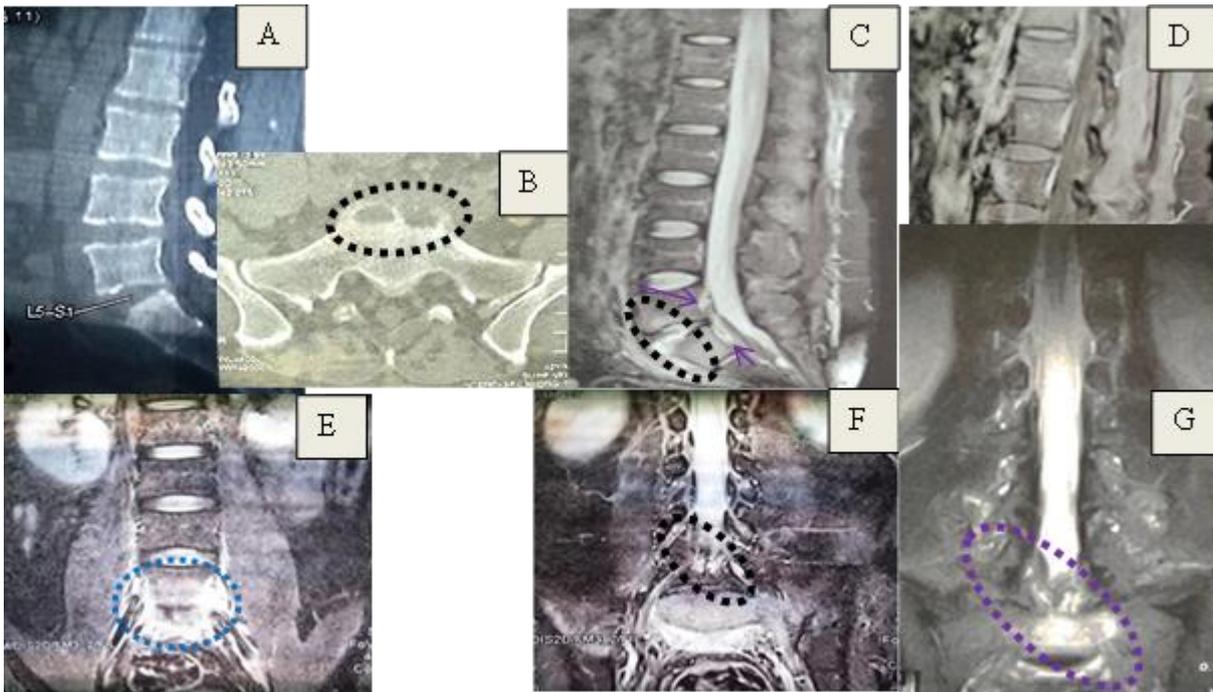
Images TDM (A,B) et IRM (de C à G) du sujet plus jeune suggérant la spondylodiscite L5-S1 avec remaniement géodique du plateau supérieur de S1 (cercle noir en pointillés), l'épidurite (cercle bleu en pointillés) et une gangue cristalloïde conflictuelle.
